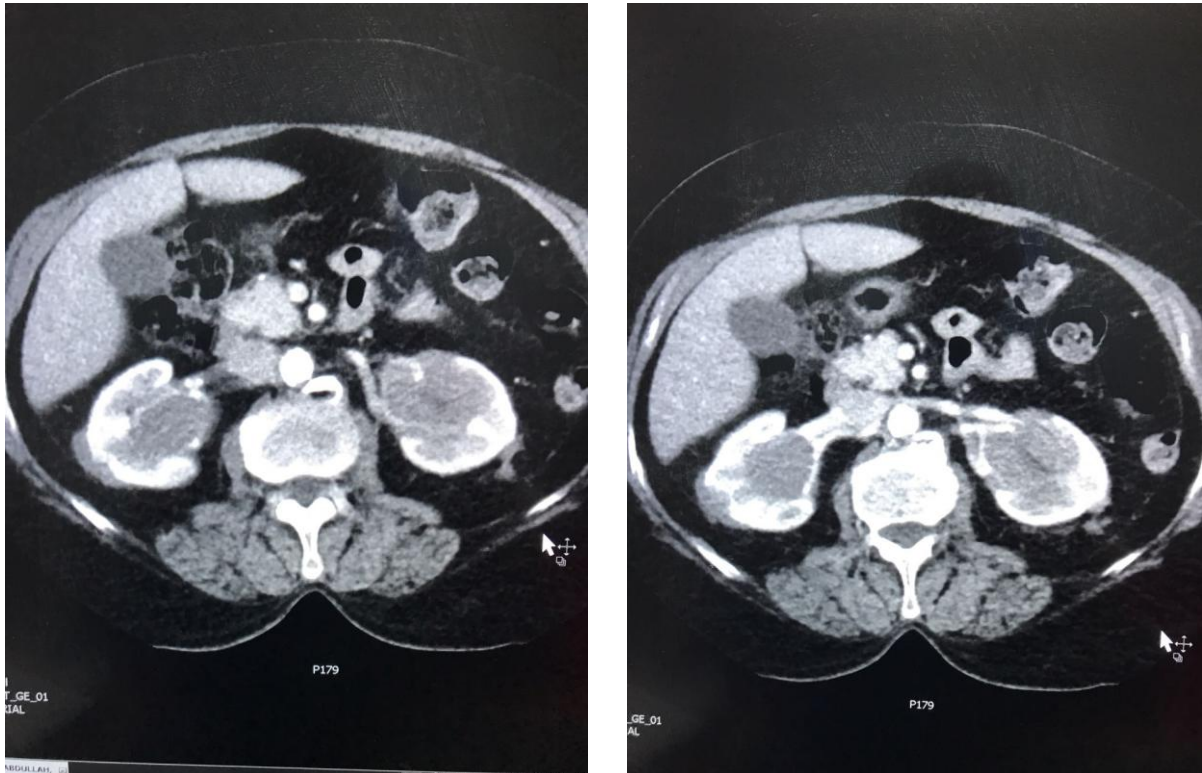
Axial CT image shows bilateral multiple hypodense renal masses and bilateral involvement of Gerota fascia.
